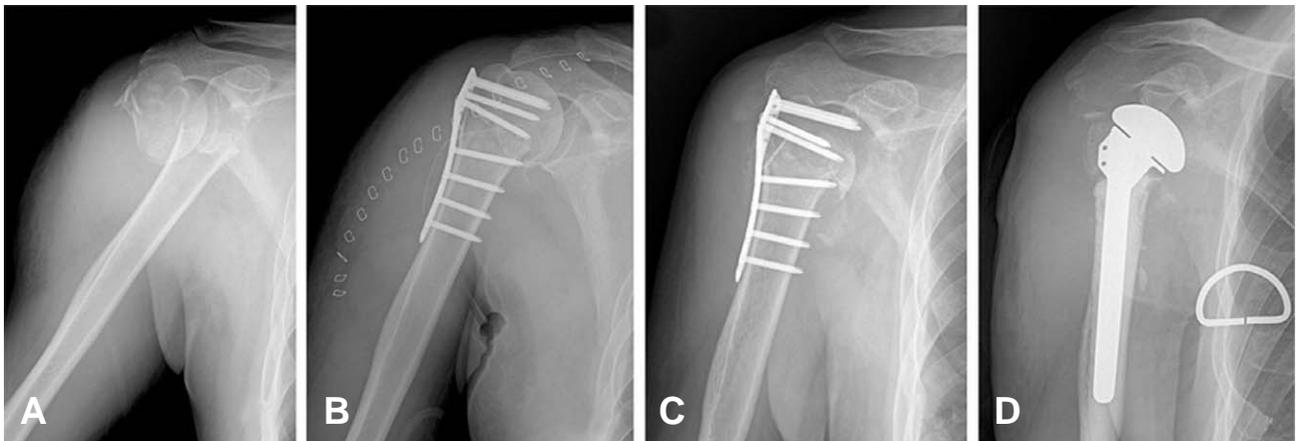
(A) Right shoulder AP view shows 2 part humerus surgical neck fracture with severe displacement of 59 years old male patient. (B) Immediate postoperative radiographs show satisfactory anatomical reduction. (C) Ten months after surgery, radiographs show the AVN of humeral head. (D) Right Shoulder hemiarthroplasty is done.
